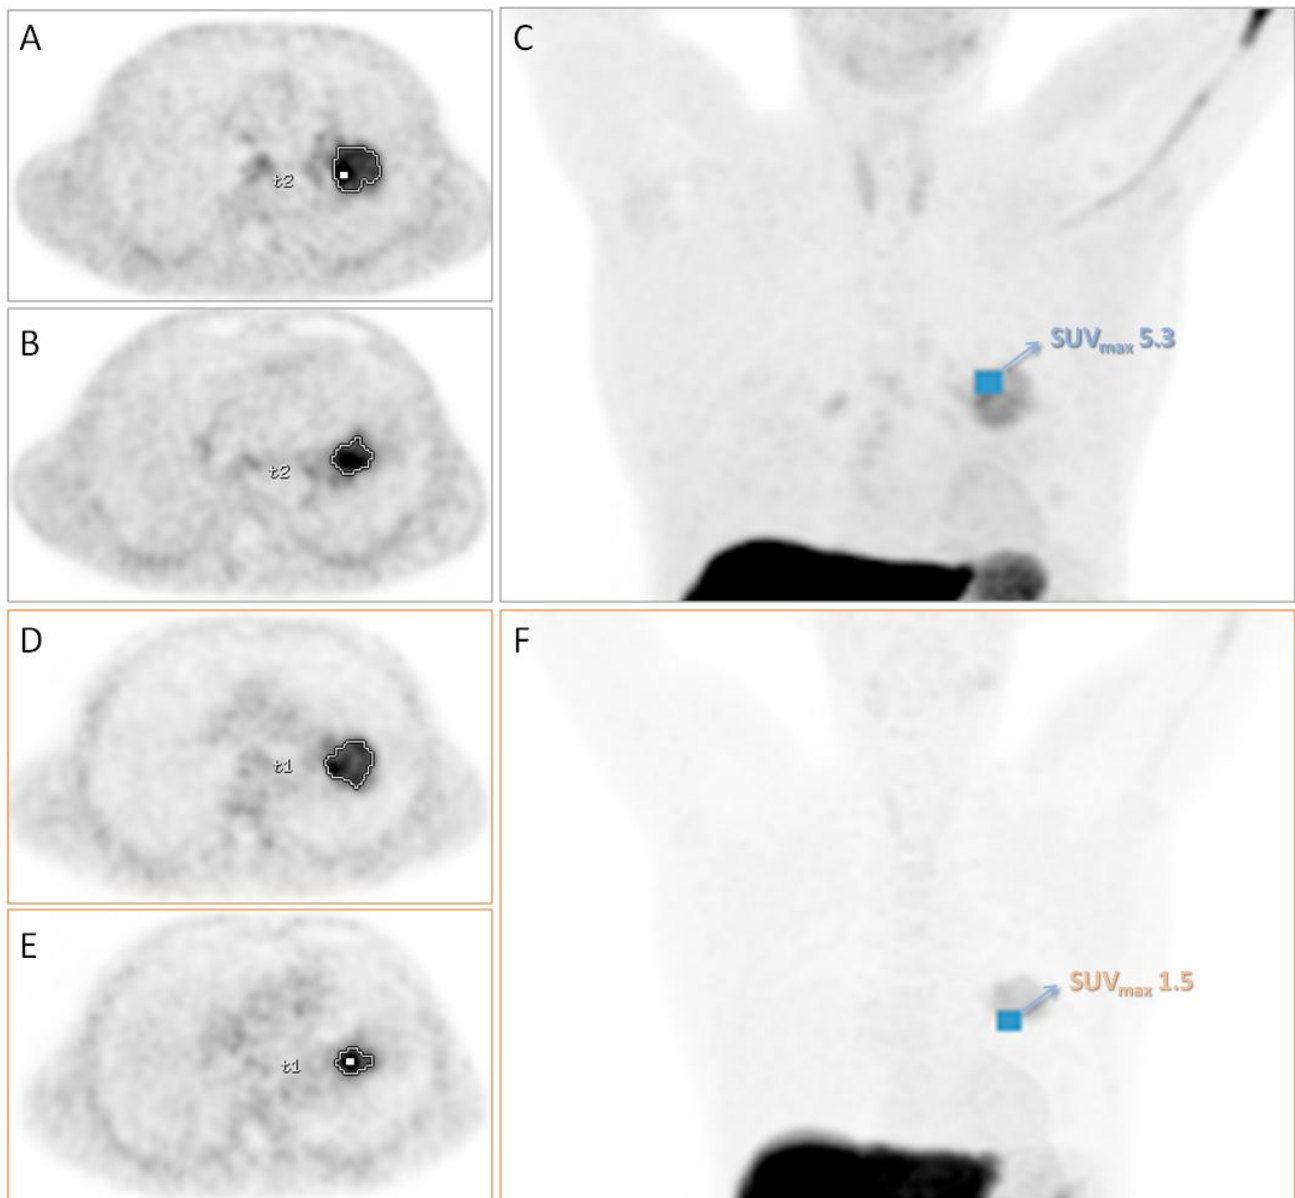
Le immagini sopra mostrano l'acquisizione precoce (A-C) e tardiva (D-F) alla ^{64}Cu -ATSM PET del paziente nr.3. Più specificamente, i pannelli a sinistra corrispondono a due sessioni assiali consecutive all'altezza della lesione, mentre i pannelli a destra corrispondono alle immagini MIP (maximum intensity projection), per le quali viene indicato il punto con il SUVmax più alto in entrambe le acquisizioni.
